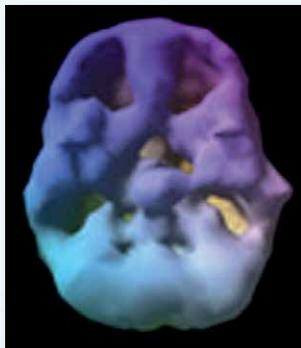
Con la tecnica SPECT - Single Photon Emission Computed Tomography - in cui si utilizzano isotopi ad emissione di raggi gamma, è stato possibile visualizzare la distribuzione del tracciante radioattivo e studiare così il metabolismo cerebrale di due soggetti dipendenti da marijuana e di un soggetto sano che non ne fa uso (ricostruzioni SPECT in sezione assiale). Nei consumatori di cannabis si osserva una progressiva diminuzione del flusso sanguigno nella corteccia prefrontale e nella porzione posteriore dei lobi temporali bilateralmente.
